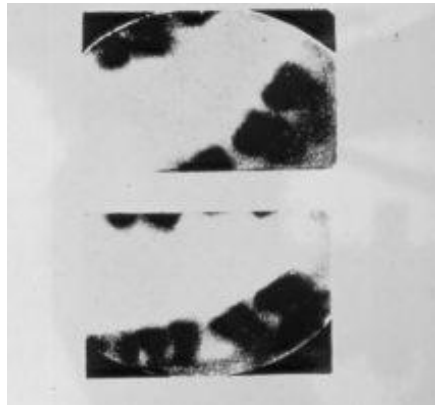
A primeira radiografia dentária de molares de Otto Walkhoff (Walkhoff, 1896).
